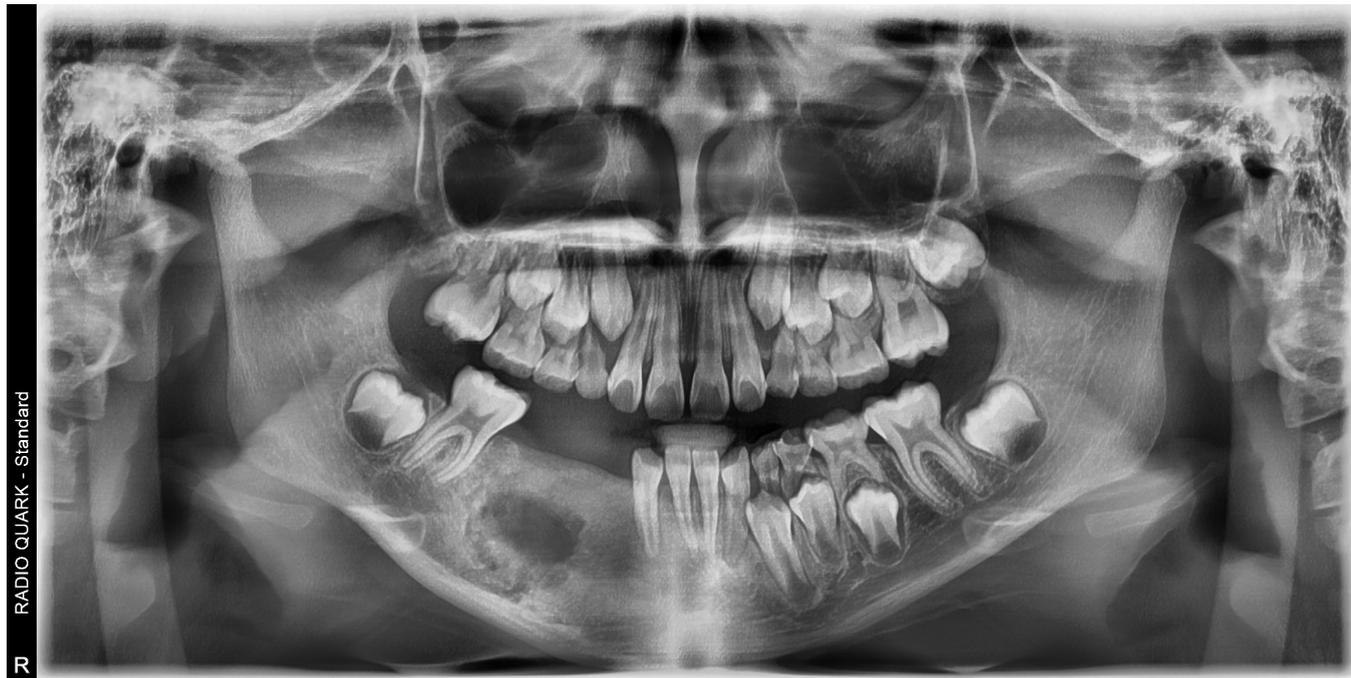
Radiografía panorámica cinco meses después de la enucleación de la lesión, donde se observa neoformación ósea, así como reposicionamiento de raíces de incisivos inferiores.
